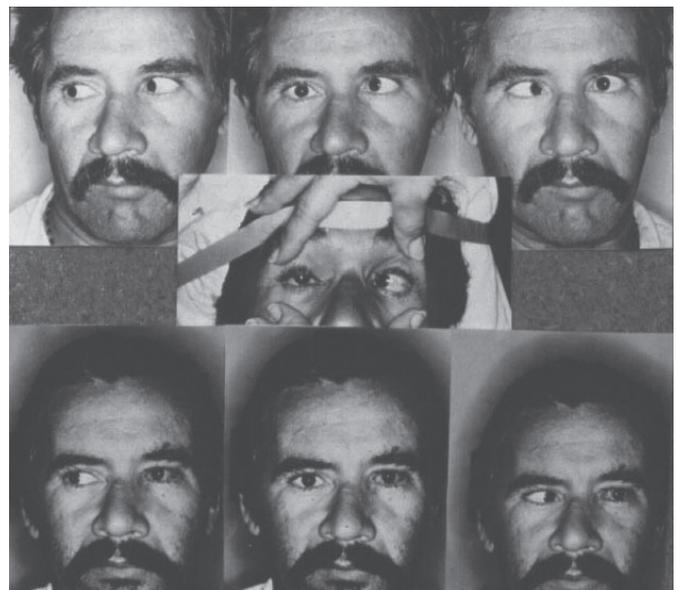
Paralisia pós-traumática de VI nervo à esquerda, corrigida com recuo de RM e transposição de Carlson- Jampolsky neste olho; Observar perda da adução no olho operado e inversão do desvio no olhar lateral para a direita(XT) e para a esquerda (ET)
